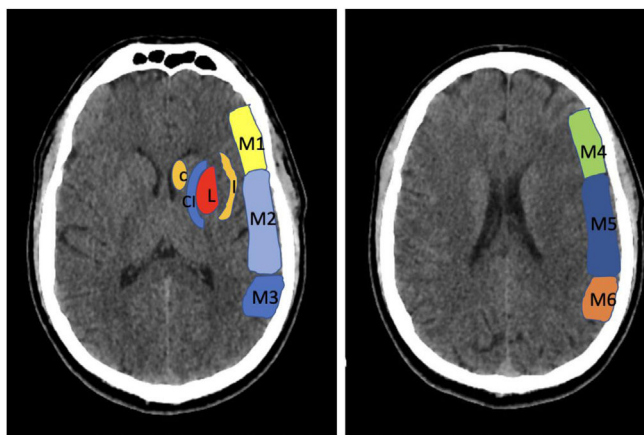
Escala ASPECTS (*Alberta Stroke Programme Early CT Score*). Se utiliza para cuantificar la extensión del ictus. Puede utilizarse el TAC o de la RM (secuencia de difusión) en el ictus isquémico de la circulación anterior. El análisis se hace sobre dos cortes axiales; el primero a nivel del tálamo y ganglios basales (Plano A), y el segundo adyacente al borde superior de los ganglios basales, sin visualizarlos (Plano B). En estos dos planos, se ha dividido el territorio de la arteria cerebral media en 10 regiones, valorando cada región en un punto. Estas regiones son: M1: región cortical anterior de la ACM; M2: región cortical lateral al ribete insular; M3: región cortical posterior de la ACM; M4, M5, M6: región cortical anterior, lateral y posterior de la ACM, aproximadamente 2 cm por encima de M1, M2, M3, respectivamente. (Plano B); L ó Pu: núcleo lenticular (putamen); Ca: núcleo caudado; Ci: cápsula interna; Ins: ribete insular.
